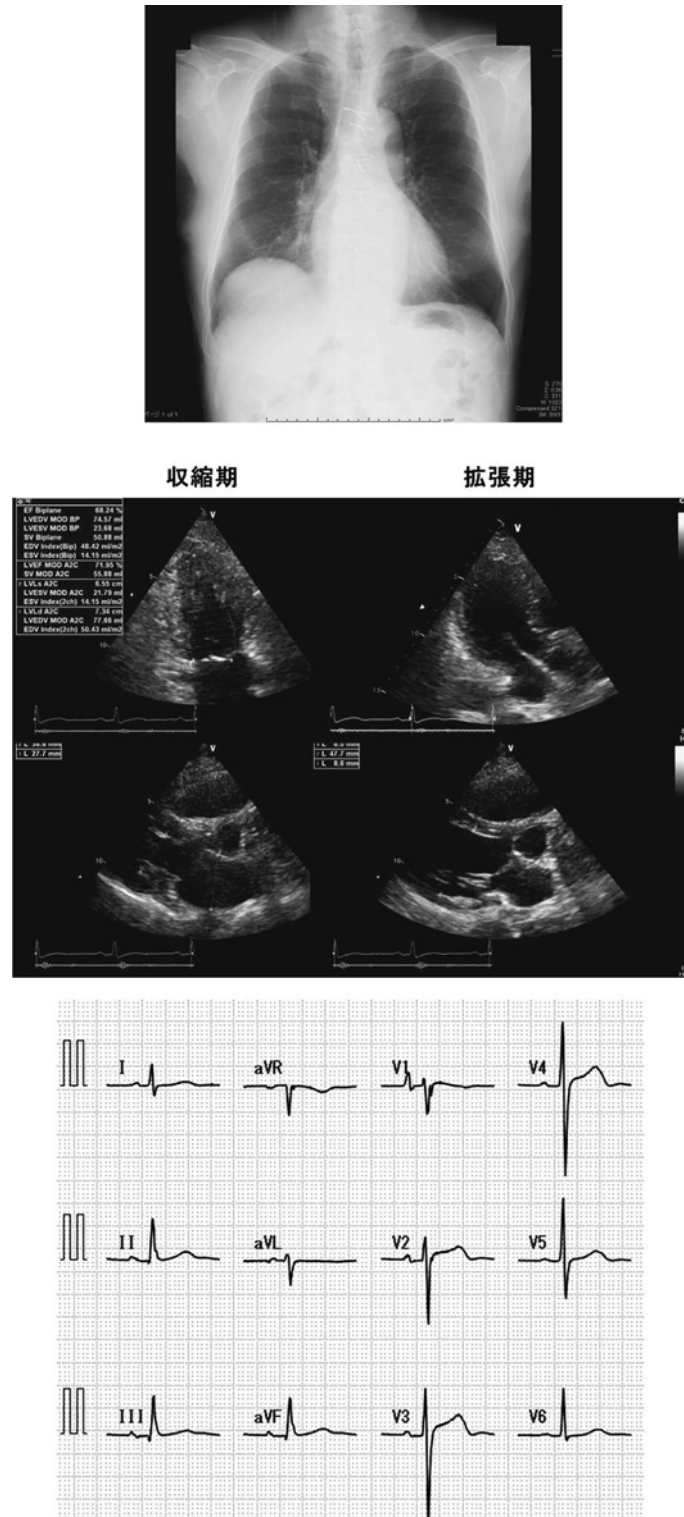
発作1カ月前の胸部X線, 心エコー, 心電図
